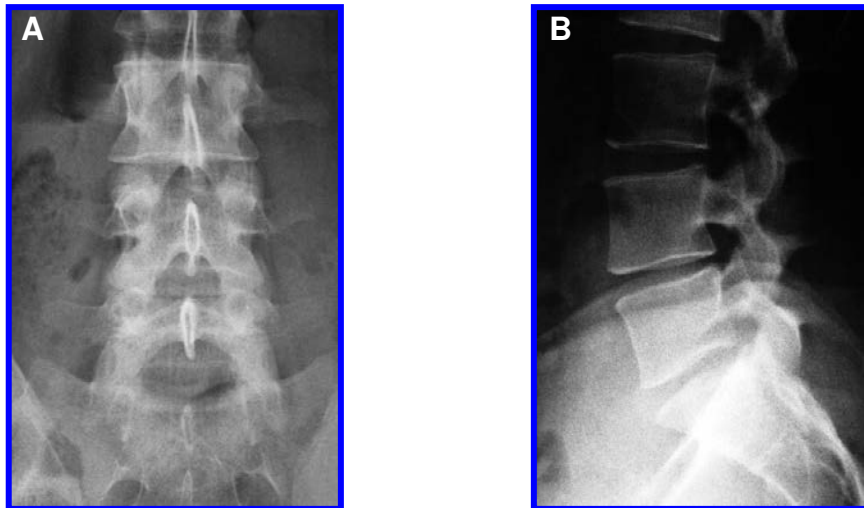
(A, B) Radiografías simples de columna lumbosacra, donde se observa sólo disminución del espacio intervertebral L4-L5.
